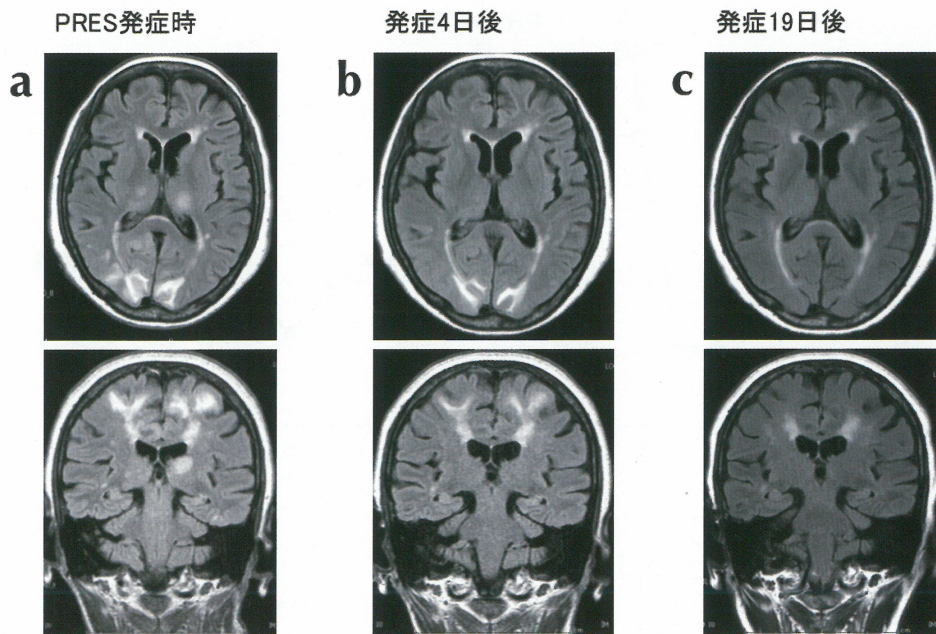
頭部MRI FLAIRの経時的变化（水平断、冠状断）
